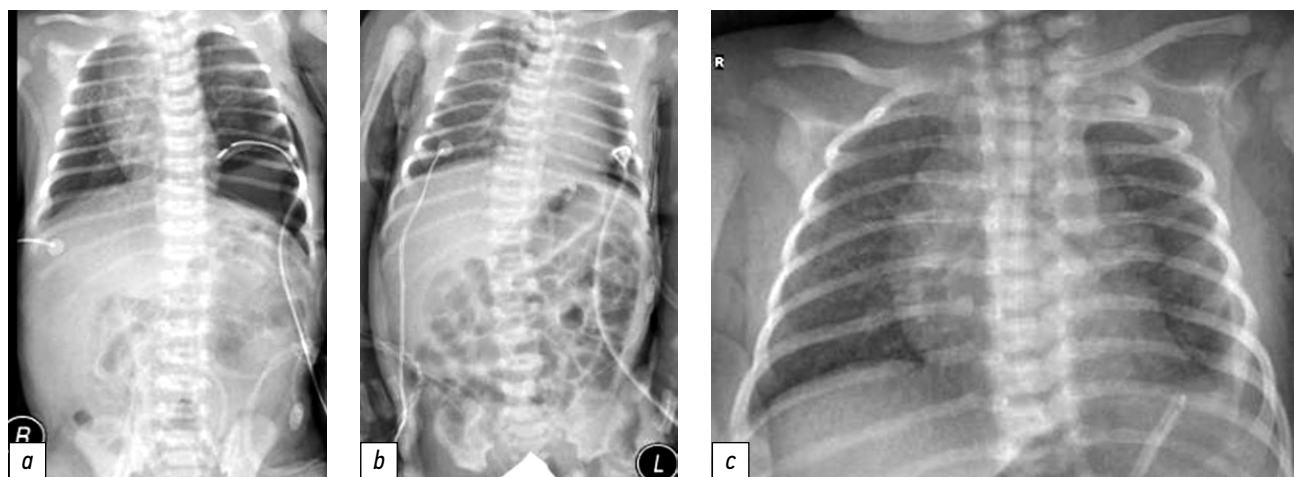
Рентгенограммы органов грудной клетки: *a* — на 1 сут после операции, *b* — на 3 сут после операции, *c* — на 7 сут после операции.
